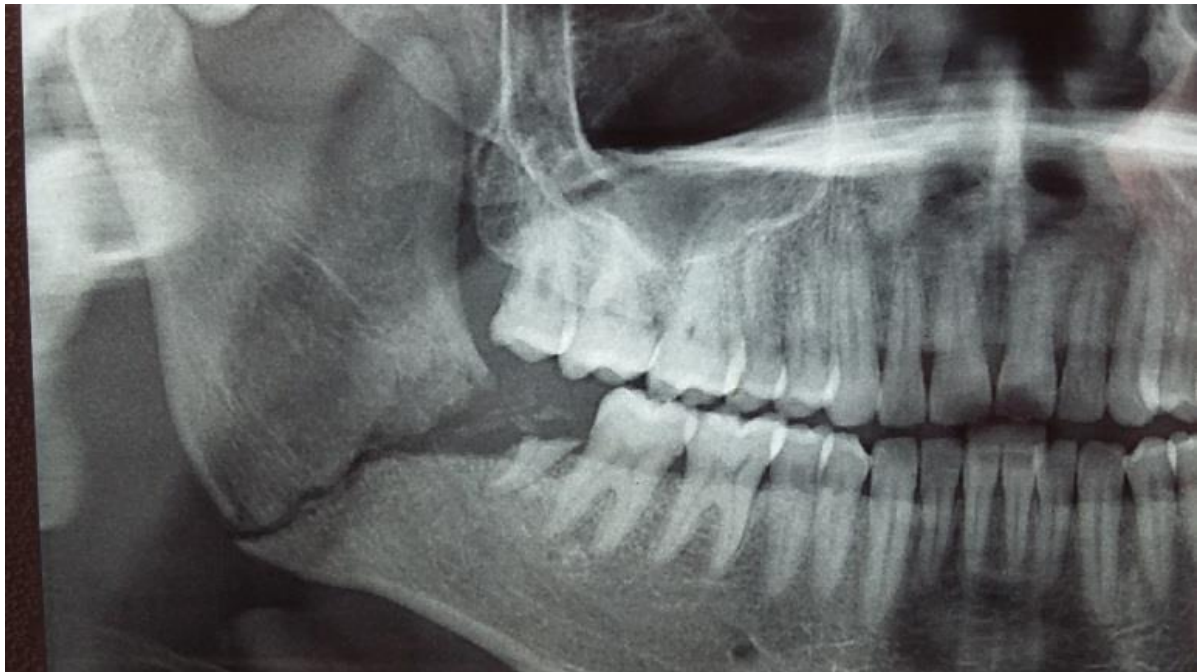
Imagem de Radiografia Panorâmica evidenciando fratura mandibular (pré) redução após frustrada tentativa de remoção do elemento dental terceiro molar. Elemento dental semi-incluso numero 48. Excesso de forças laterais para remoção cirúrgica resultando em fratura até ângulo de mandíbula.
